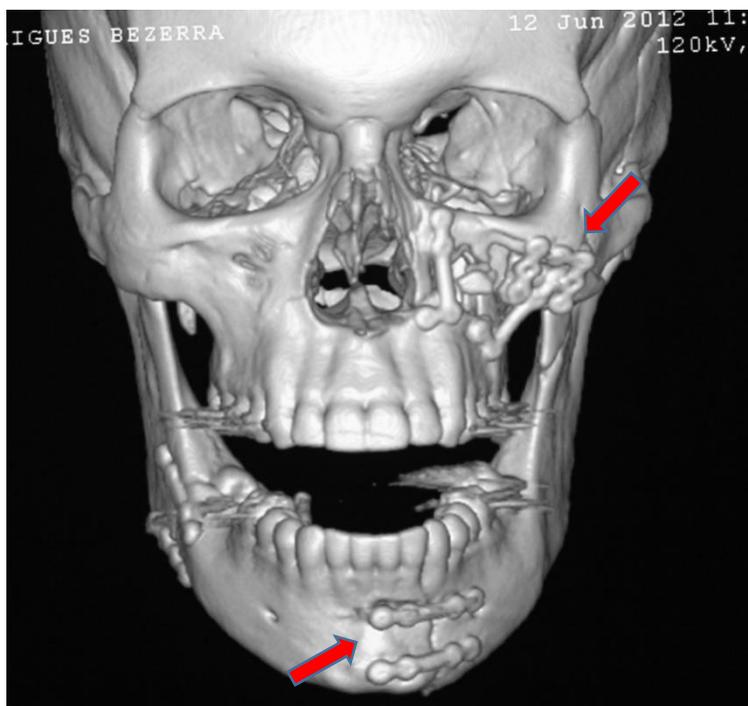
TC após a primeira intervenção cirúrgica.
